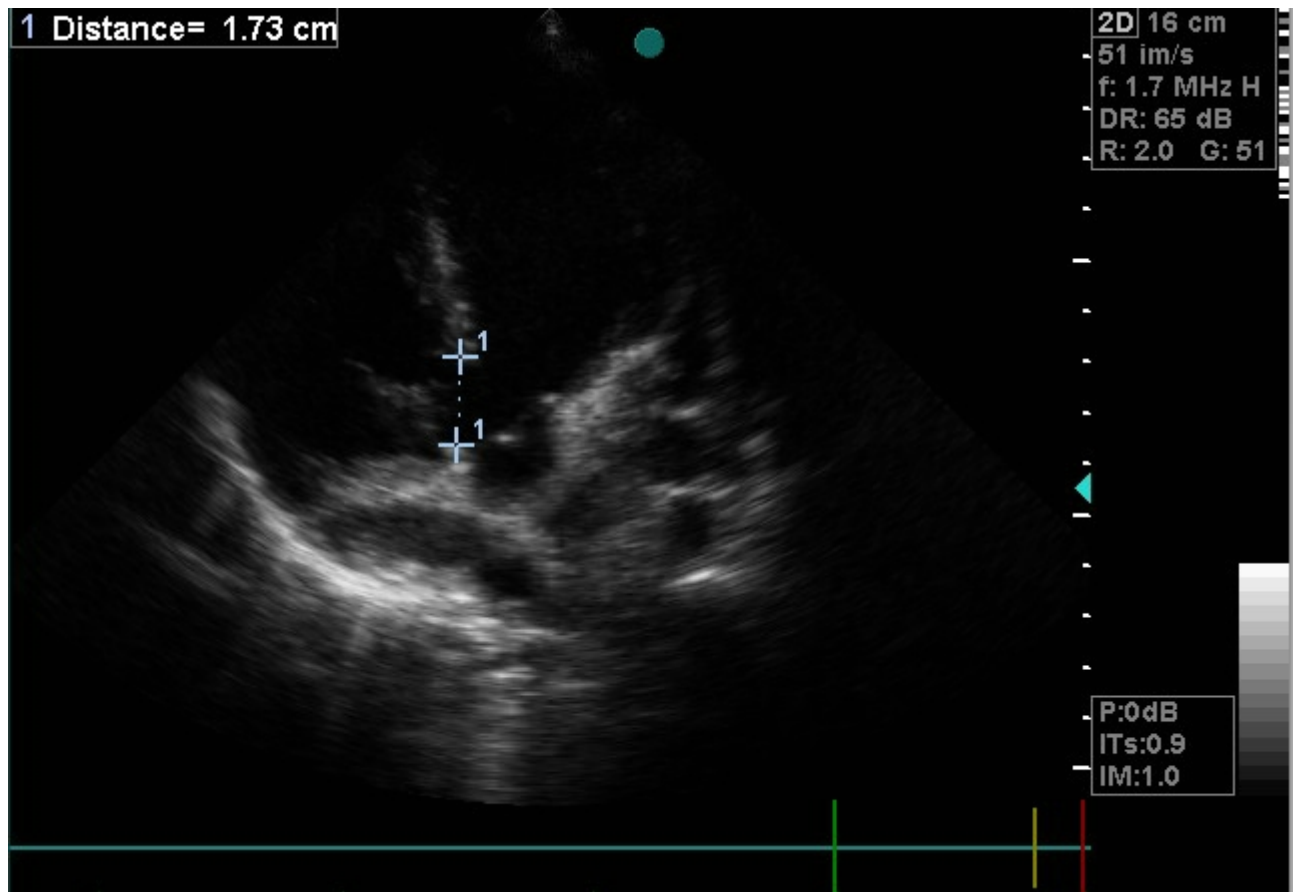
image échocardiographique d'une CIV périmembraneuse large
